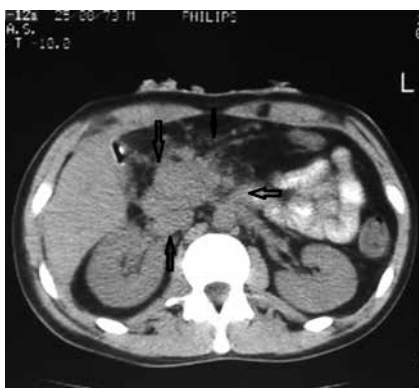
КТ больного с перипанкреатическим инфильтратом
